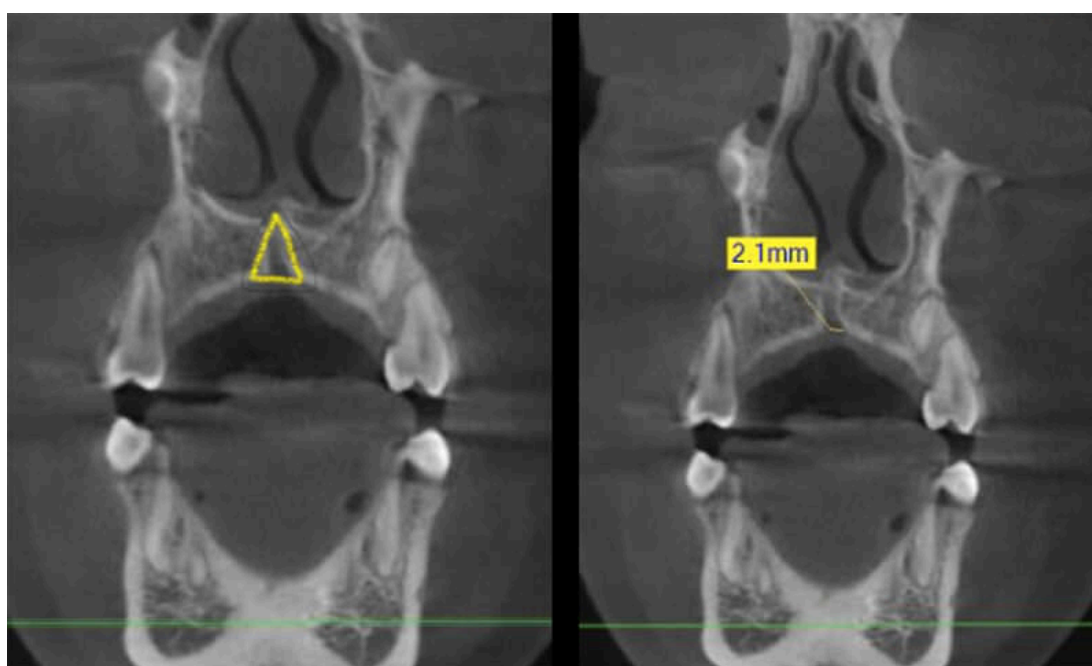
CBCT, corte coronal
